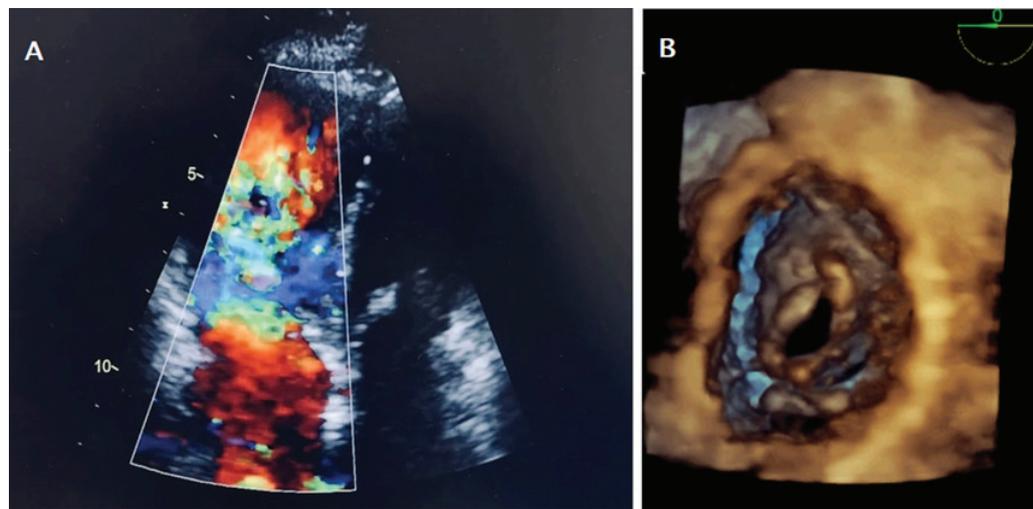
A) Ecocardiograma Transesofágico. Insuficiencia tricúspide masiva. B) Planimetría 3D de Válvula mitral.
